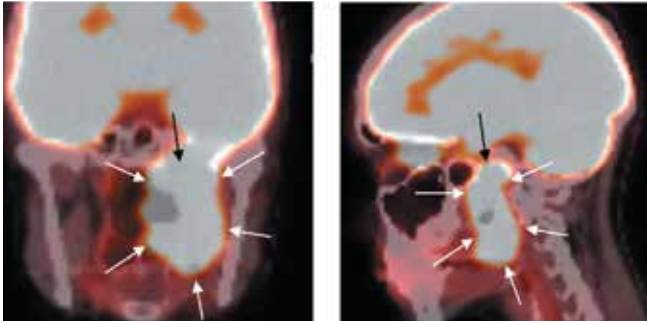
Positron emission tomography/computed tomography scan dated April 2023. Tumor progression in the nasopharynx (left part): hypervascular soft tissue formation (indicated by arrows)
